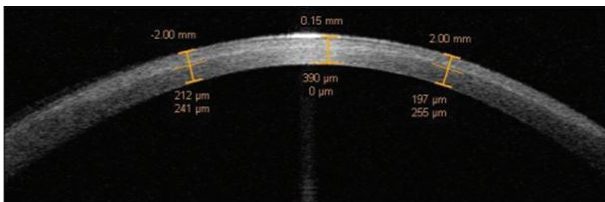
Image of demarcation line. Corneal stromal demarcation line image with anterior segment optical coherence tomography 1 month after accelerated corneal collagen cross-linking ([CXL] 8 minutes at 30 mW/cm², total surface dose of 7.2 J/cm²).
